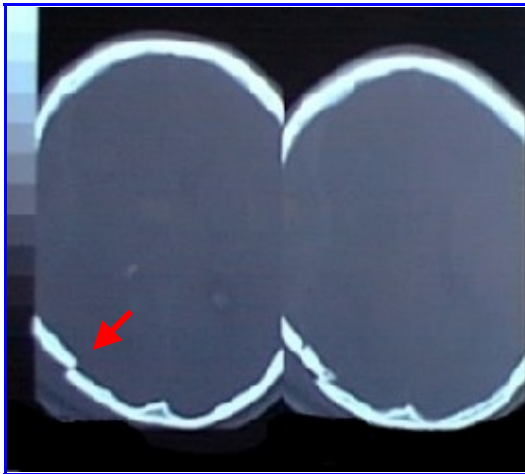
TAC de cráneo. Fracturas en la región occipital
